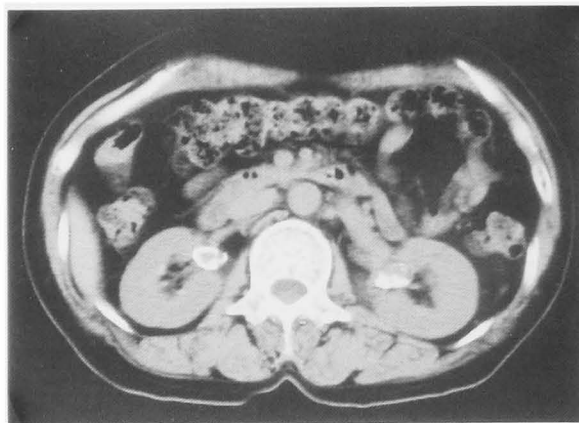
The CT scan showed the bilateral renal artery aneurysms with calcification in the wall (Right  $\phi$ 12 mm, Left  $\phi$ 22 mm) (case 2).
